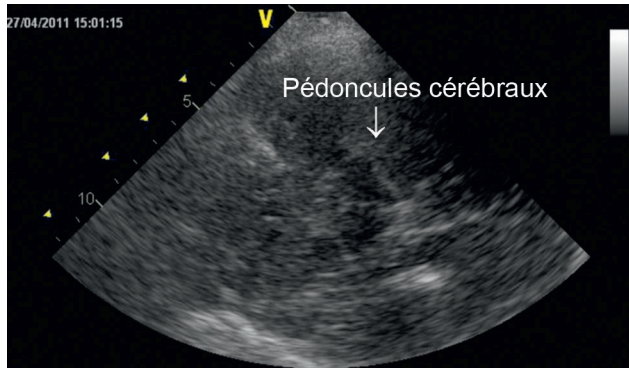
Pédoncules cérébraux (échographie 2D).
